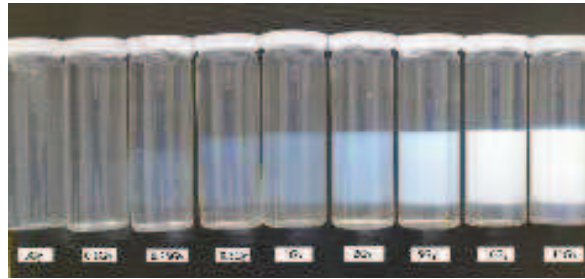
Exemple de gels polymériques nPAG irradié à différentes dose (de gauche à droite des doses de plus en plus fortes) afin d'effectuer une calibration. Travaux de Florence Taupin durant son stage dans l'équipe sur l'amélioration du lecteur de gels par tomographie optique : CT Octopus™.
